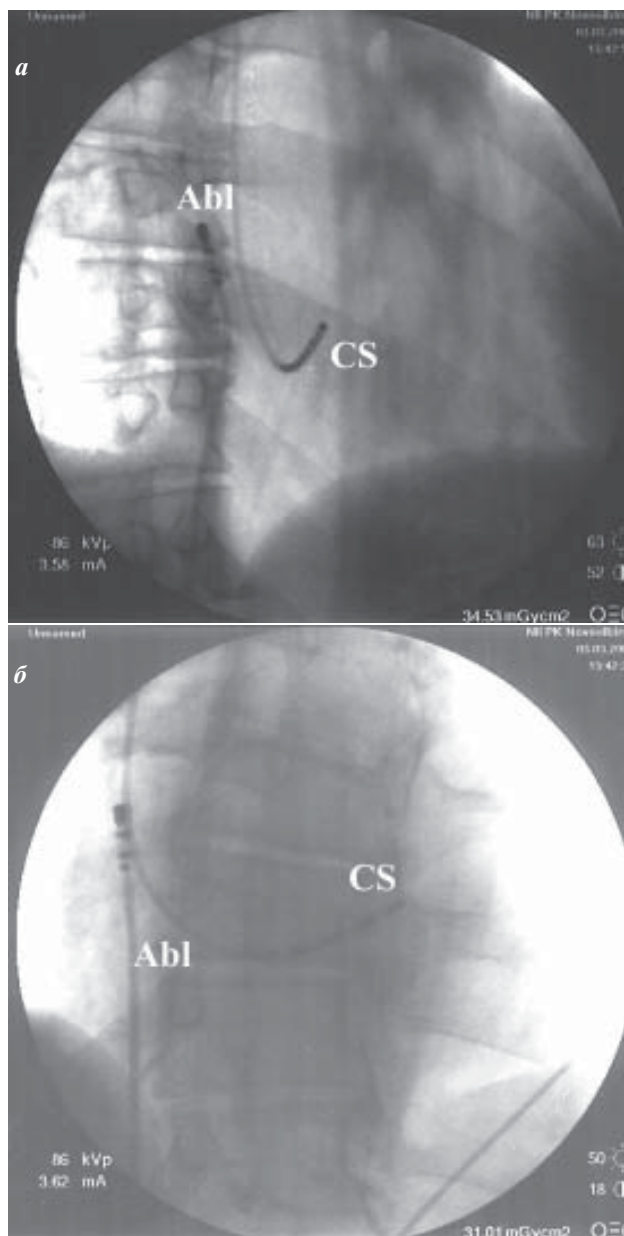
Фрагменты повторной фокусной катетерной абляции: рентгеноскопическое положение электродов в проекциях RAO-30 (а) и LAO-30 (б), соответственно.
